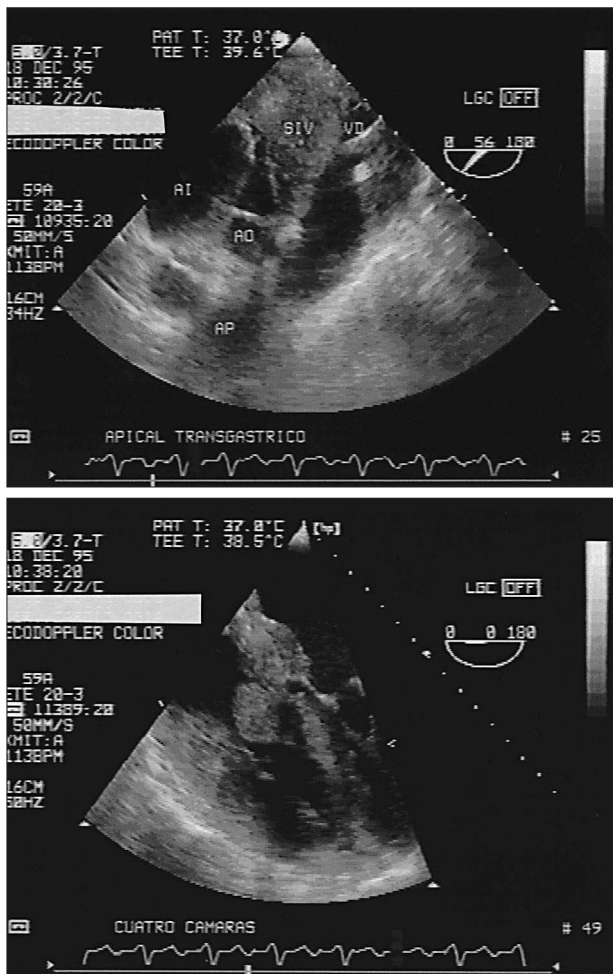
Imágenes del estudio con ecocardiografía transesofágica con sonda multiplana. Desde el plano apical transgástrico de cinco cámaras a 56° (imagen superior) se comprueba afectación septal y de pared de ventrículo derecho. En el corte de cuatro cámaras (imagen inferior) se demuestran infiltración del septo interauricular, pared basal del ventrículo derecho y gran masa nodular que obstruye el orificio tricúspide; AI: aurícula izquierda; AO: aorta; AP: arteria pulmonar; SIV: septo interventricular; VD: ventrículo derecho.
